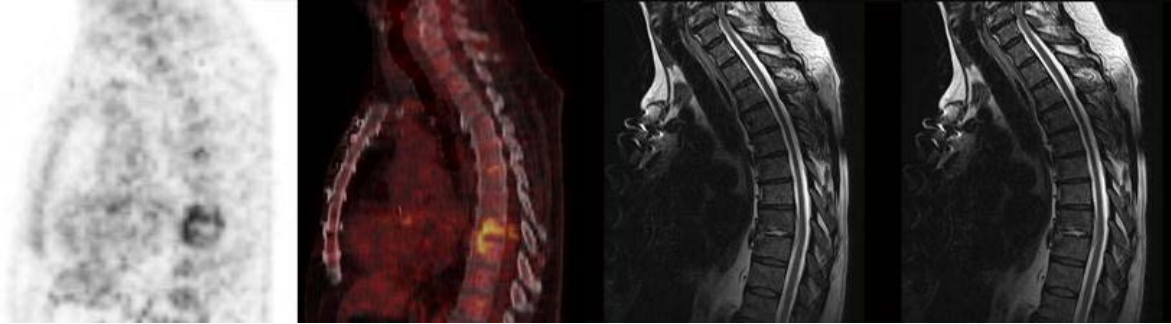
PET[α], PET/CT[β] και Μαγνητική Τομογραφία [d,e] σε άντρα 61 ετών με *S. Aureus* και πόνους στην πλάτη. Το (c.) παρουσιάζει εκφυλιστικές αλλαγές στα επίπεδα Θ3-Θ4 και Ο2-Ο3. Στα ίδια σημεία, ιδίου τύπου αλλαγές σημειώνονται και στη Μαγνητική, οι οποίες αποδόθηκαν σε εκφυλιστικές αλλοιώσεις Σ.Σ. και όχι σε οστεομυελίτιδα.
